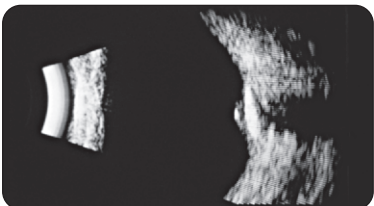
Échographie d'un ostéome
